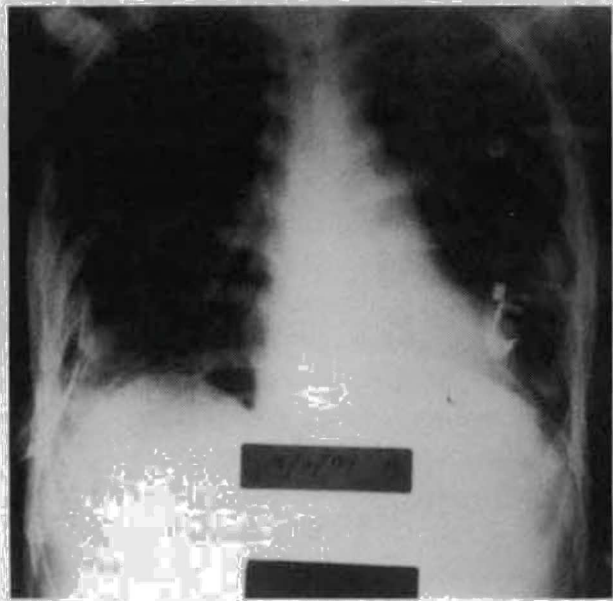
Radiografia do tórax 72 horas depois: após retirar o catéter observou-se reexpansão completa do LSE, mantendo-se ausência de débito de ar pelo dreno torácico esquerdo
